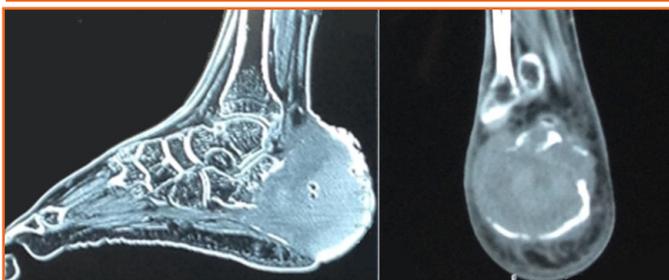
TAC de talón en el que se observa una masa en la mitad posterior del calcáneo que adelgaza y abomba la cortical, con contenido hemático en su interior involucrando las partes blandas.
